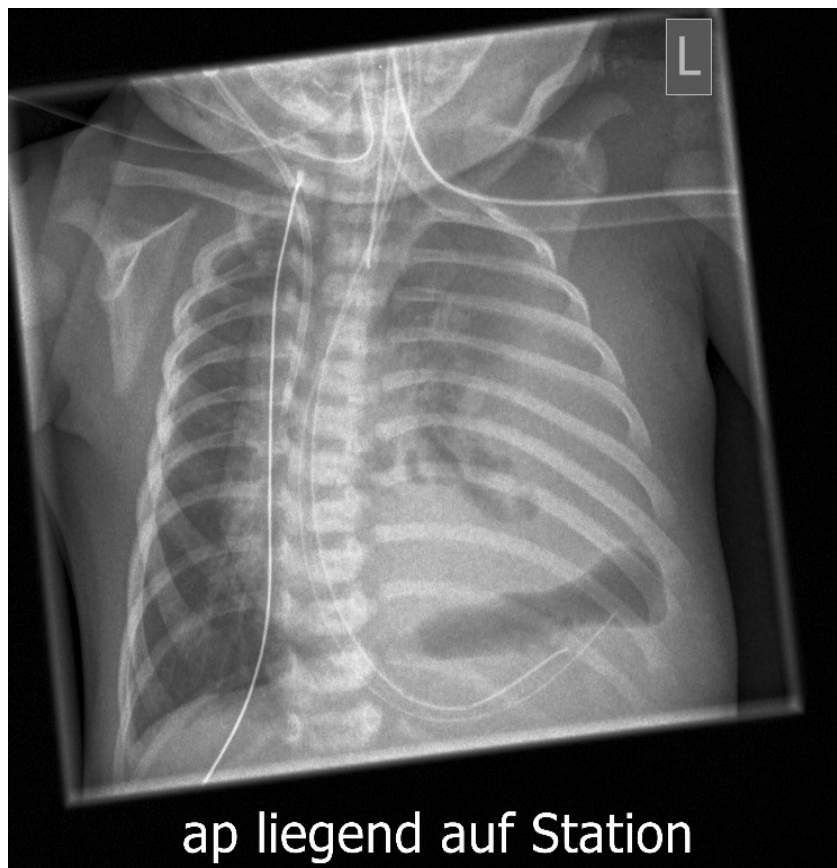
a.p. (anterior-posterior)-Thoraxröntgenbild eines Neugeborenen mit kongenitaler Zwerchfellhernie links im Liegen mit optimal positionierten rechtsseitigen Brachiocephalkatheter
